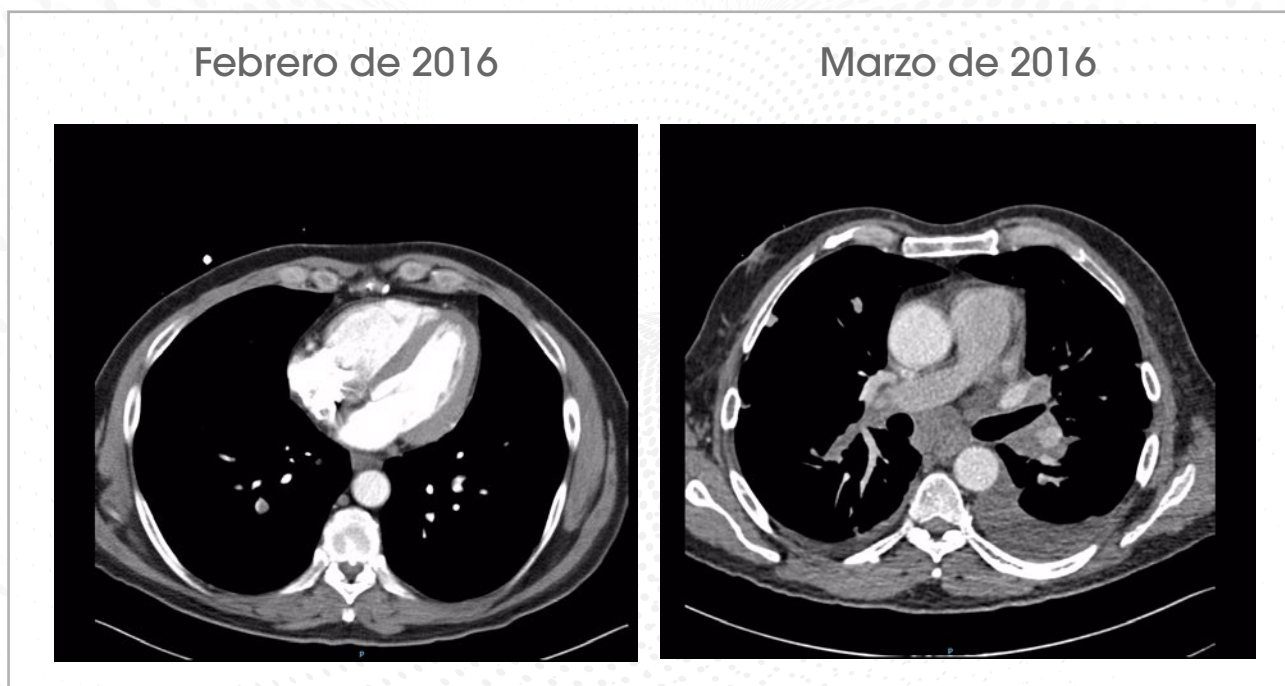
Tomografía axial computarizada de control.
